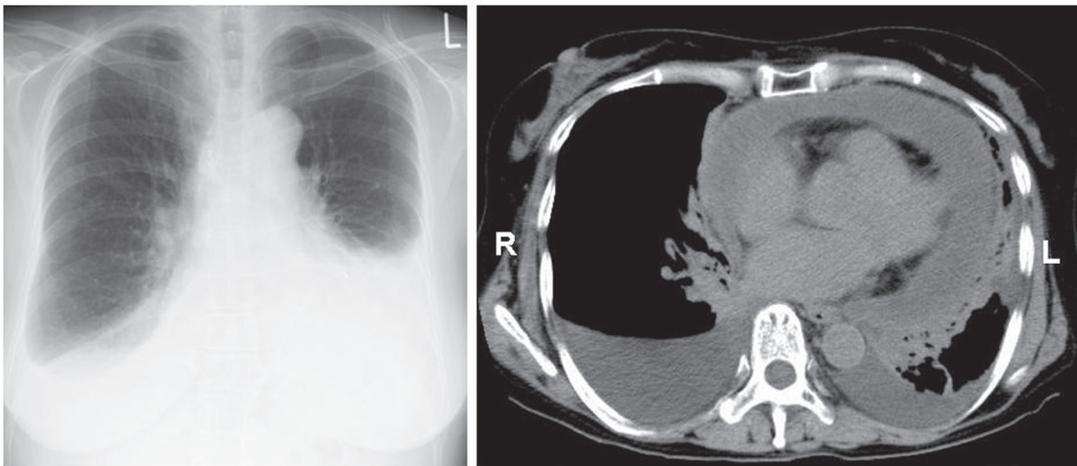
入院3日目の胸部レントゲン(左)と胸部CT(右).
